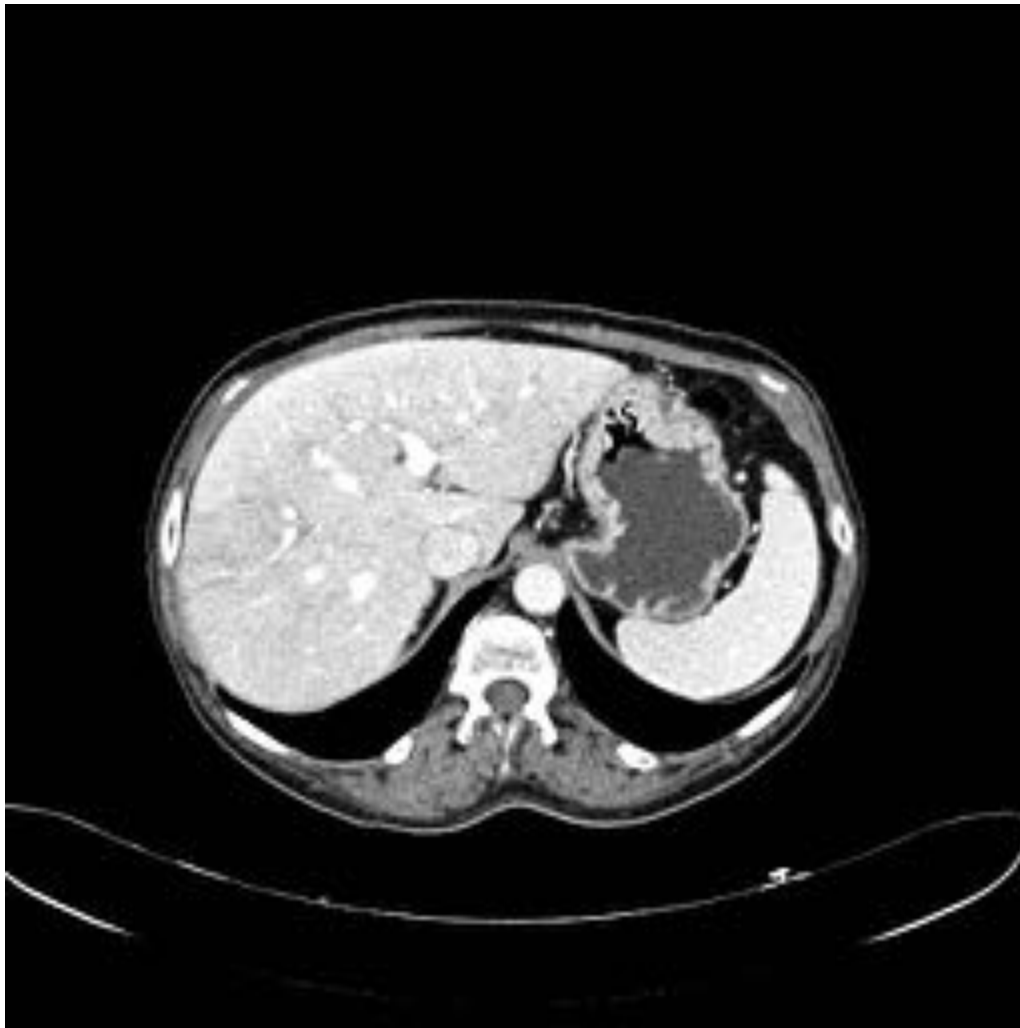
TC abdominal con contraste. Mujer de 57 años con cáncer de sigma localizado intervenido. Paciente asintomática con alteración de pruebas de perfil hepático tras 5 meses de tratamiento con XELOX (oxiplatino y capecitabina). Patrón heterogéneo de realce de parénquima hepático, en mosaico, con venas suprahepáticas permeables. Síndrome obstructivo sinusoidal.
